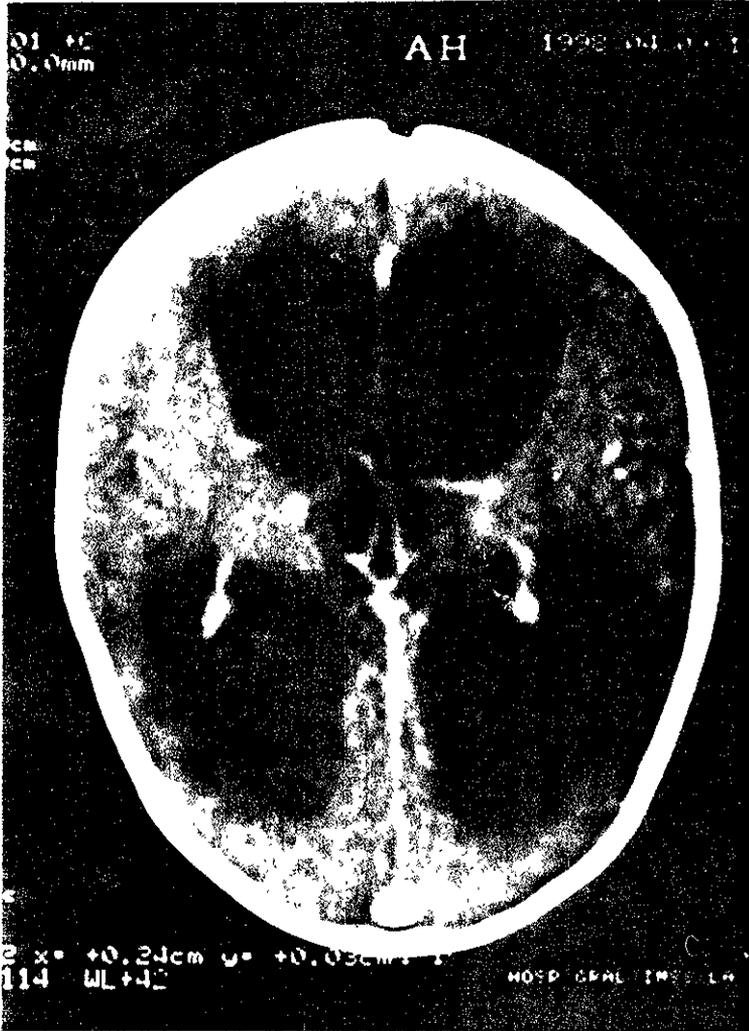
que muestra imagen de tomografía computada de craneo observandose dilatacion de las astas frontales y occipitales de los ventriculos laterales.
